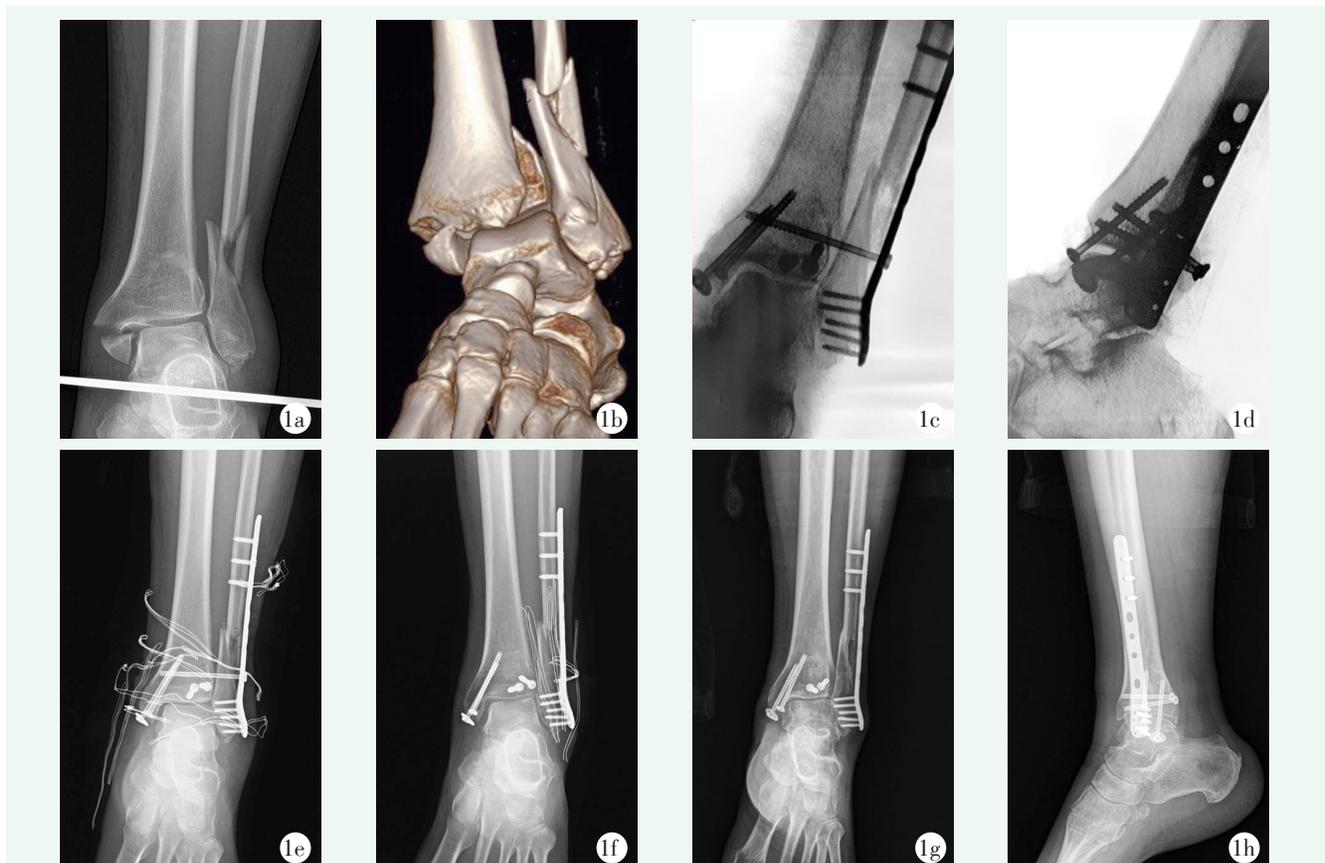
患者, 男, 34 岁, 扭伤致左踝骨折伴下胫腓联合损伤, 行开放复位内固定、下胫腓联合螺钉固定术, 并注射 PRP 1a, 1b: 术前踝部正位 X 线片和 CT 三维重建显示严重三踝骨折, 下胫腓分离, MCS 增大 1c, 1d: 术中完成骨折复位内固定和下胫腓固定的 PRP 注射后透视所见, 骨折与下胫腓复位满意 1e: 术后即刻正位 X 线片示下胫腓复位满意 1f: 初次手术后 4 周取出下胫腓固定螺钉, 术后正位 X 线片示下胫腓复位无改变 1g, 1h: 初次手术后 12 个月踝正侧位 X 线片示骨折愈合, 下胫腓关系良好
